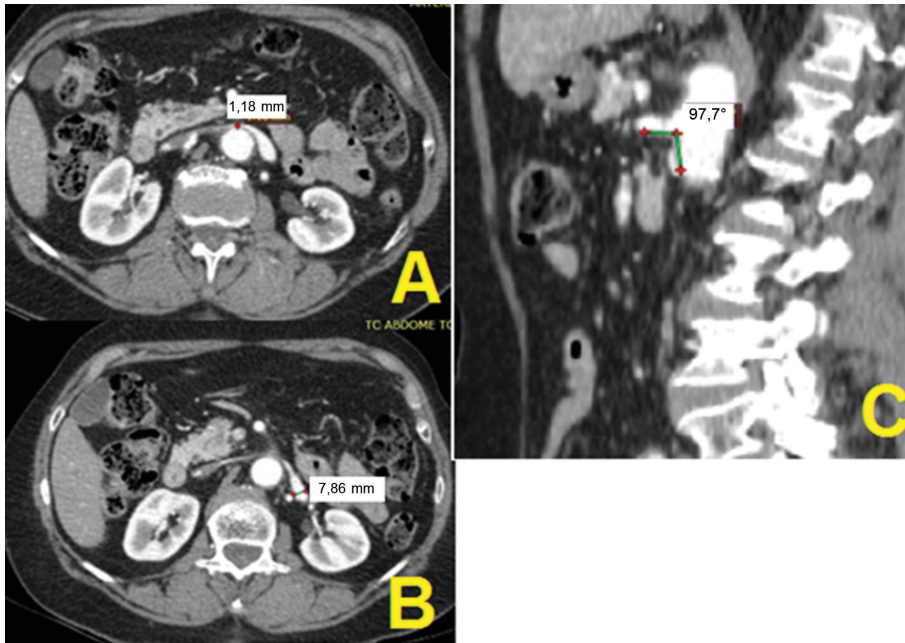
Tomografia computadorizada com contraste endovenoso (paciente n 67). (A) Diâmetro da veia renal esquerda no hilo renal; (B) Diâmetro da veia renal esquerda na topografia do ângulo aortomesentérico; (C) Aferição do ângulo aortomesentérico em corte sagital.
